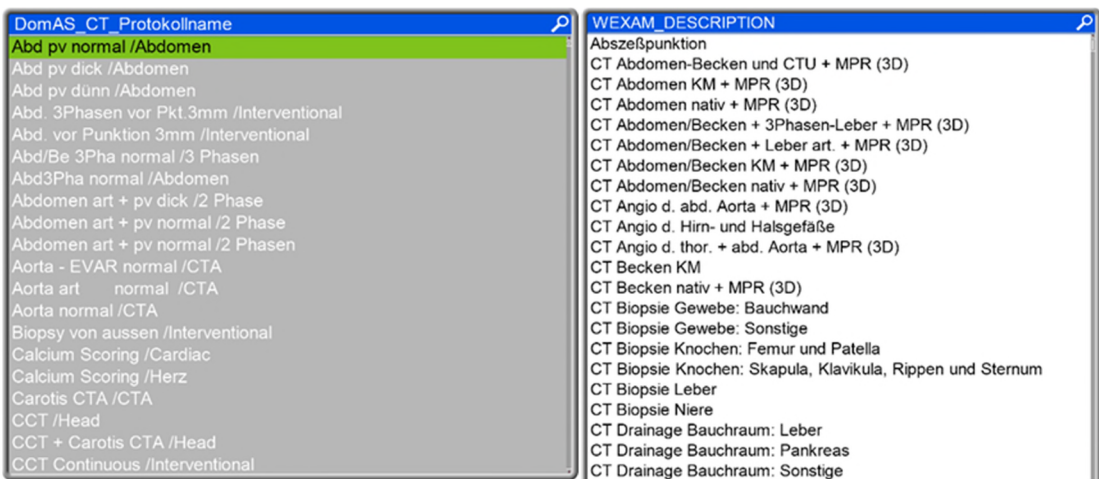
Durchgeführte Untersuchung (links) und verwendetes Protokoll (rechts) bei einem Computertomografie-Gerät.
